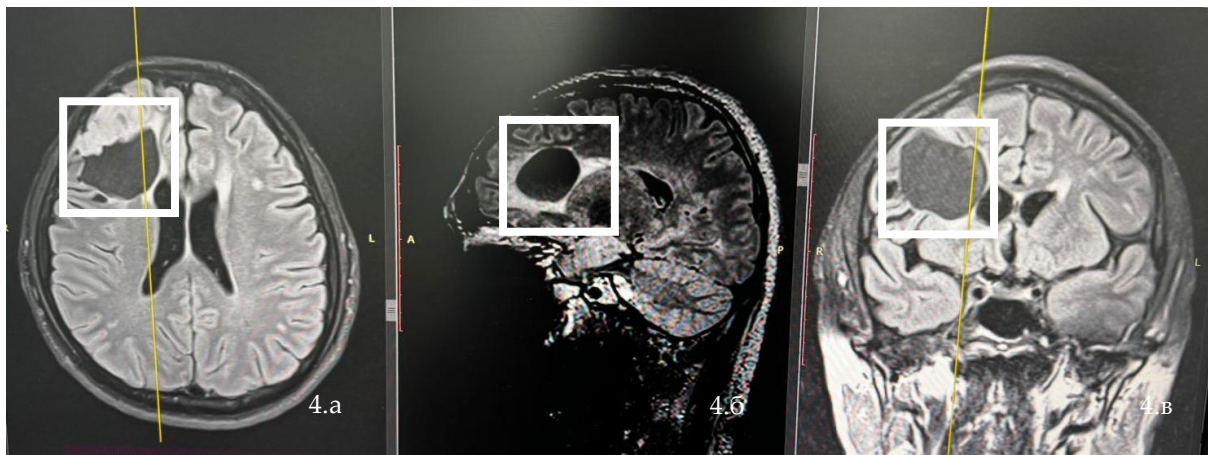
МРТ снимки до операции: патологический участок по переднему контуру постоперационного ложа в правой лобной доле, рецидив опухоли (отмечены белыми квадратами в аксиальной – 4.а, сагитальной 4.б, фронтальной проекции 4.в)
